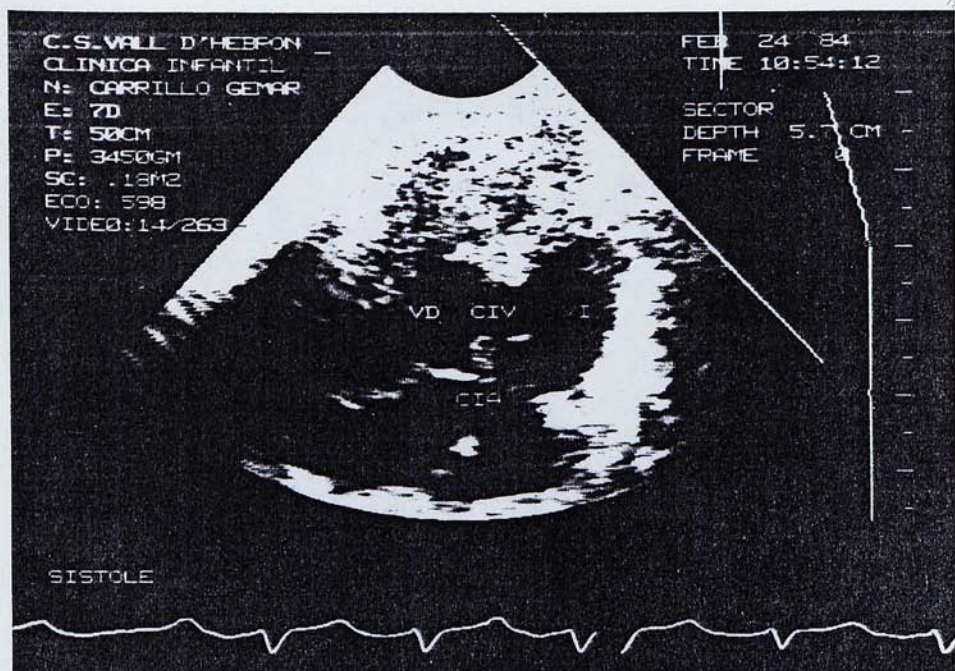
Canal atrioventricular comú, forma completa. Pla apical 4 cambres. VD: ventricle dret, VE: ventricle esquerre. S'aprecia una comunicació interventricular (CIV) just per sota del pla auriculoventricular, una comunicació interauricular (CIA) just per damunt d'aquest mateix pla, i una àmplia valva auriculoventricular comuna a ambdós ventricles.
